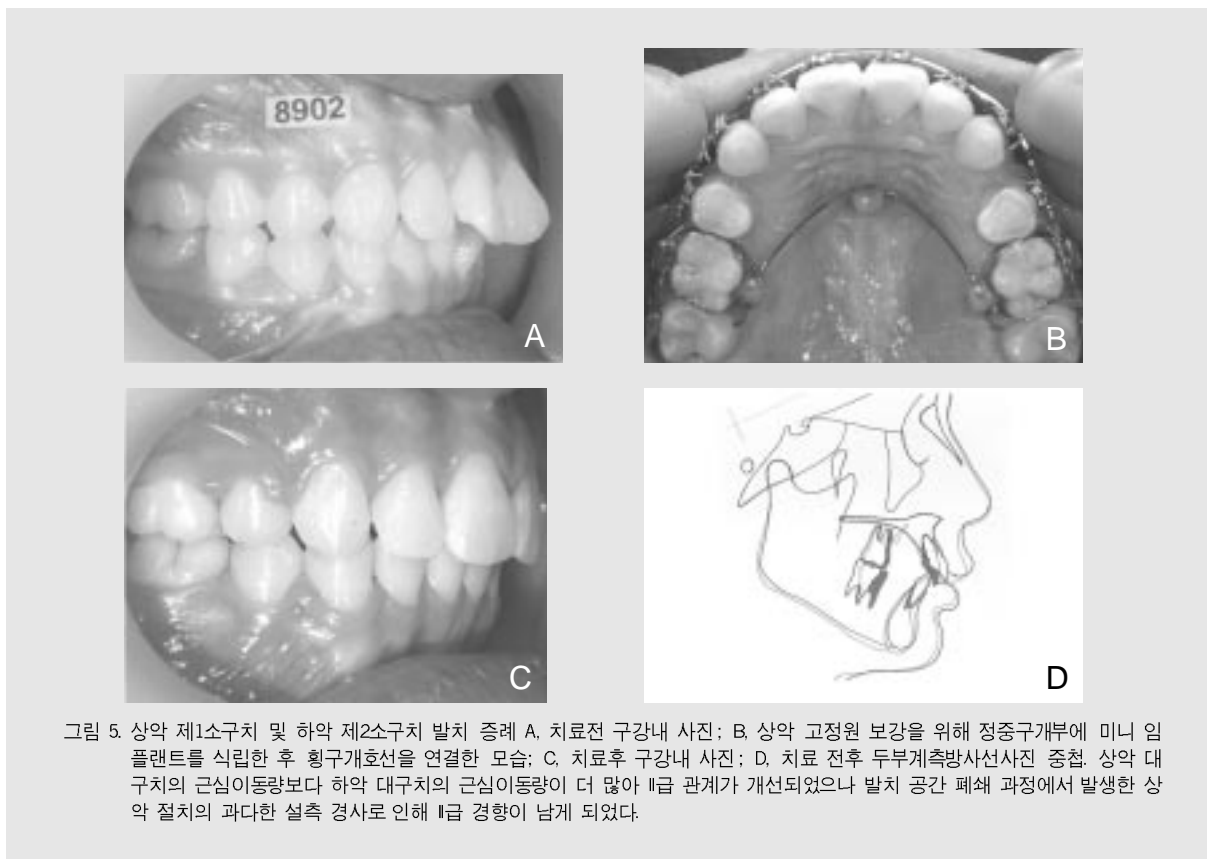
상악 제1소구치 및 하악 제2소구치 발치 증례 A, 치료전 구강내 사진; B, 상악 고정원 보강을 위해 정중구개부에 미니 임플란트를 식립한 후 횡구개호선을 연결한 모습; C, 치료후 구강내 사진; D, 치료 전후 두부측방사선사진 중첩. 상악 대구치의 근심이동량보다 하악 대구치의 근심이동량이 더 많아 II급 관계가 개선되었으나 발치 공간 폐쇄 과정에서 발생한 상악 절치의 과도한 순측 경사로 인해 II급 경향이 남게 되었다.
